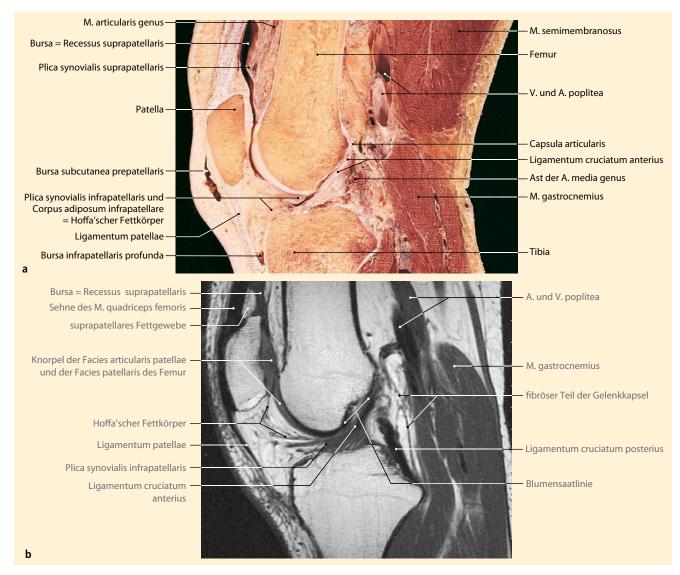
△ a Sagittalschnitt durch den mittleren Bereich eines rechten Kniegelenks, Ansicht der medialen Schnittfläche; b T1-gewichtetes Magnetresonanztomogramm, sagittale Schnittebene, rechtes Kniegelenk eines 36 Jahre alten Mannes. (Aus Tillmann, Atlas der Anatomie des Menschen, Springer 2005)
